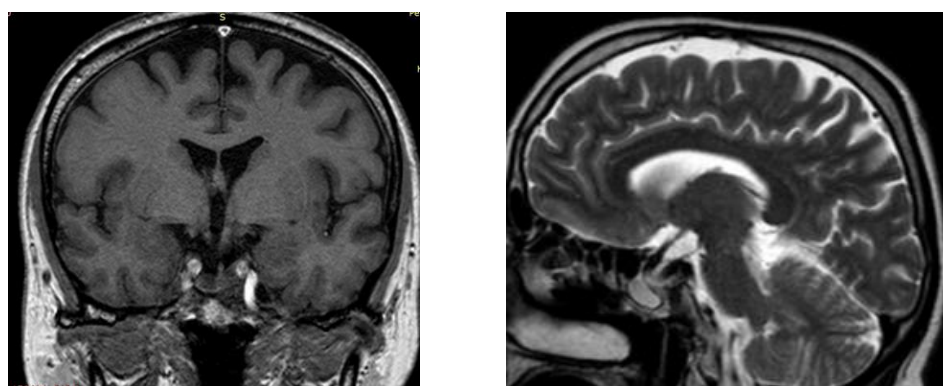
МРТ после операции (через 6 лет)
